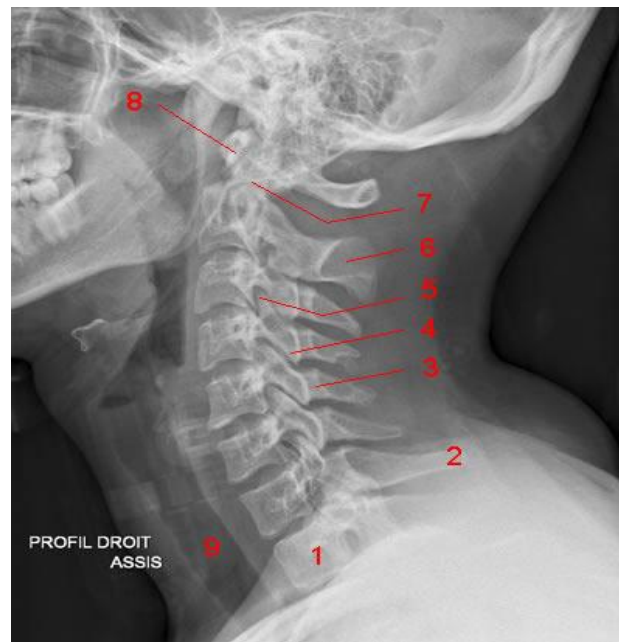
Radiographie du rachis cervical normal : cliché de profil.
